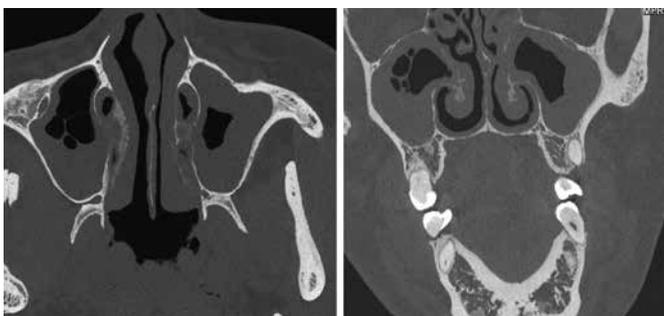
Patientenaufnahme mit dem PCD-basierten NAEOTOM alpha-CT. Deutlich erkennt man die zirkumferente Schleimhautverdickung in beiden Kieferhöhlen sowie zentrale blasige Strukturen in der rechten Kieferhöhle, die auf eine akute Sinusitis maxillaris hindeuten. Auch fällt die hohe Ortsauflösung der Aufnahme auf.
